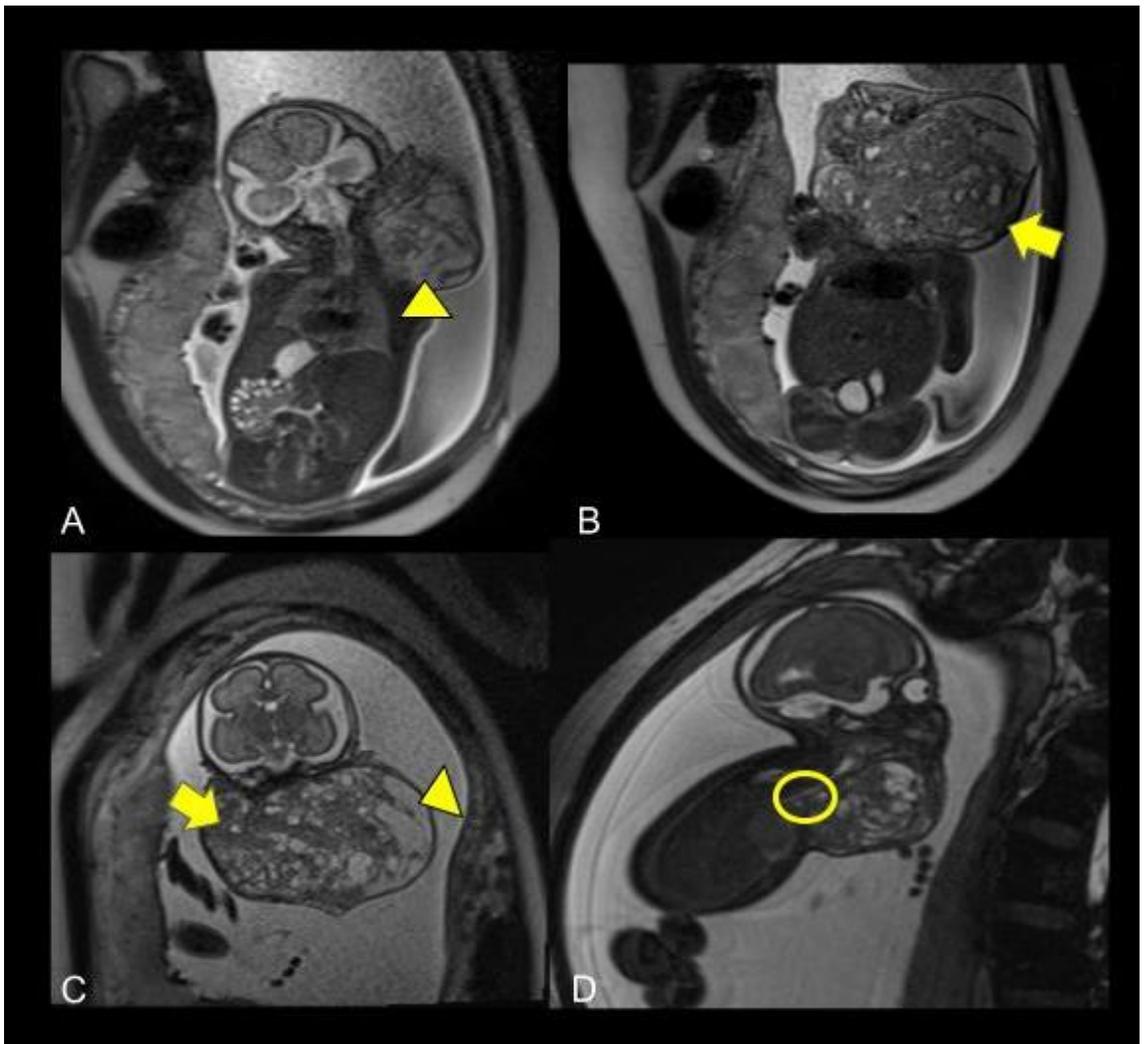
Imágenes de RM Fetal en secuencias ponderadas en T2, que confirma formación cervical lateral izquierda de 10 cm aproximadamente, con señal heterogénea, con áreas sólidas (flecha) y quísticas (cabeza de flecha). D) Se observa la relación de la masa tumoral con la vía aérea principal. Se señala (círculo) compresión del tercio distal de la tráquea.
